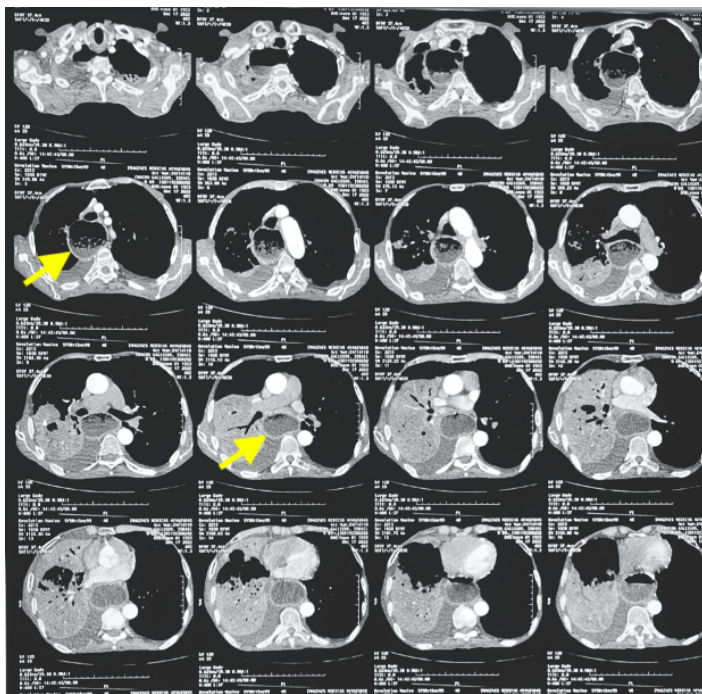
Tomografía Axial Computarizada con contraste de tórax en paciente con megaesófago chagásico y tuberculosis pulmonar.
